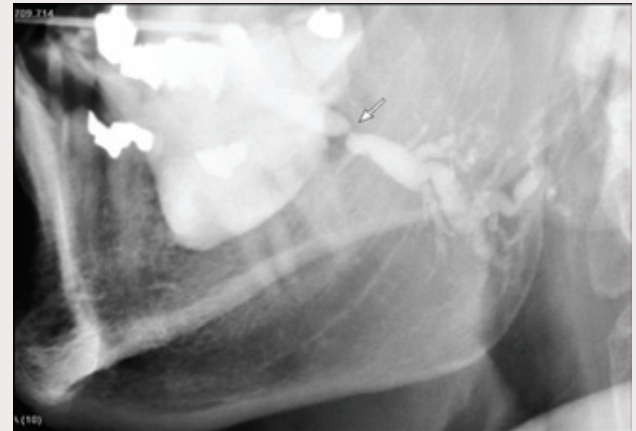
Sialografi av höger glandula parotis på 50-årig man med måltidsrelaterad svullnad sedan flera år. Konventionell sialografi visar striktur mitt på huvudutförsången (pil) som i övrigt är kraftigt vidgad. Strikturen bedömdes hindra salivavflöde och sialointervention med ballongsprängning under röntgenomlysning gav god klinisk förbättring.
